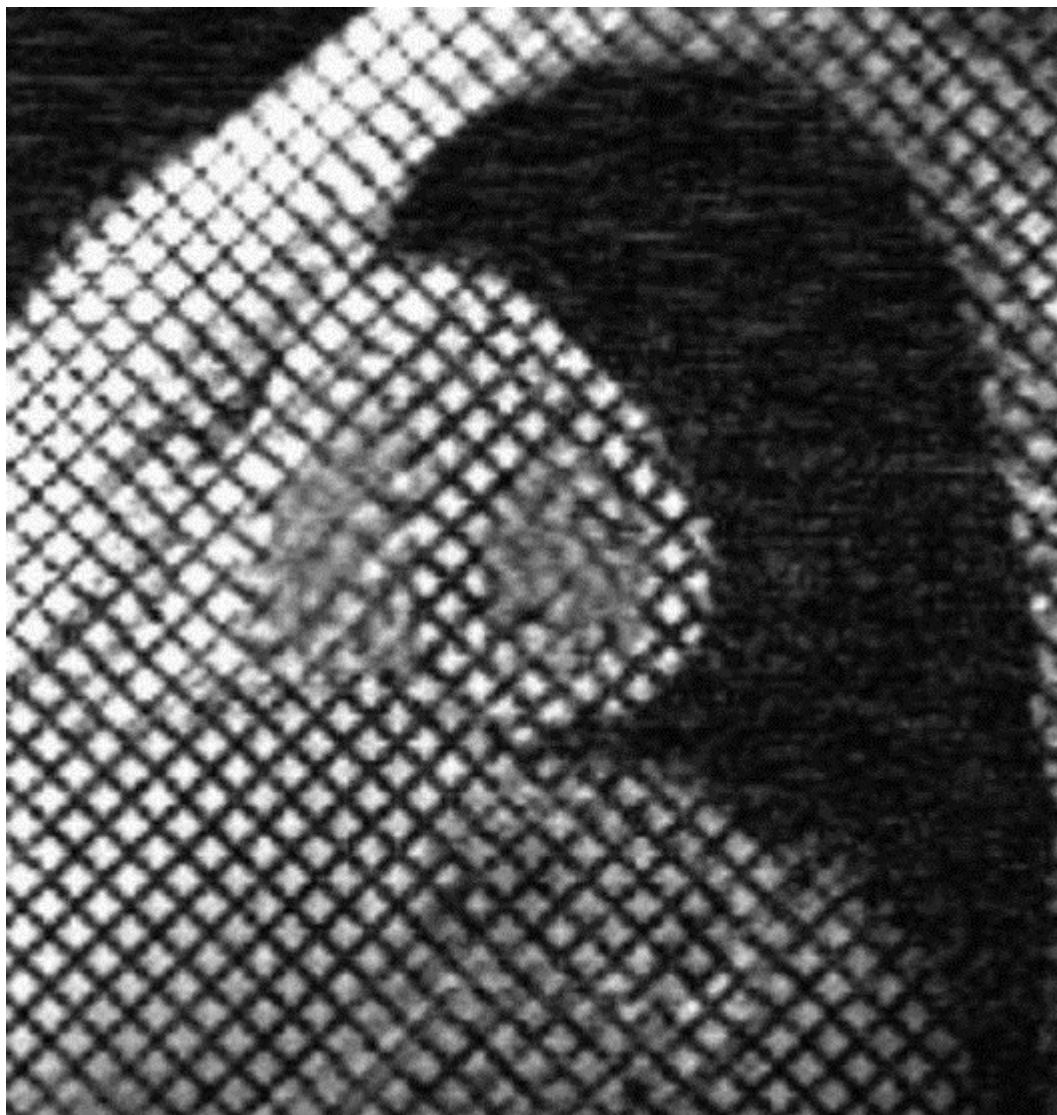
Маркировка МРТ. Сетка магнитных линий наложена на изображение в конце диастолы, которые выглядят темными линиями. Неподвижная ткань не показывает деформации линий, но в сердце линии изменяются в течение кардиального цикла с максимумом в конце систолы. Напряжение миокарда можно вычислить и использовать как перспективный показатель сократимости методом измерения изменения точки на пересечениях линий.
